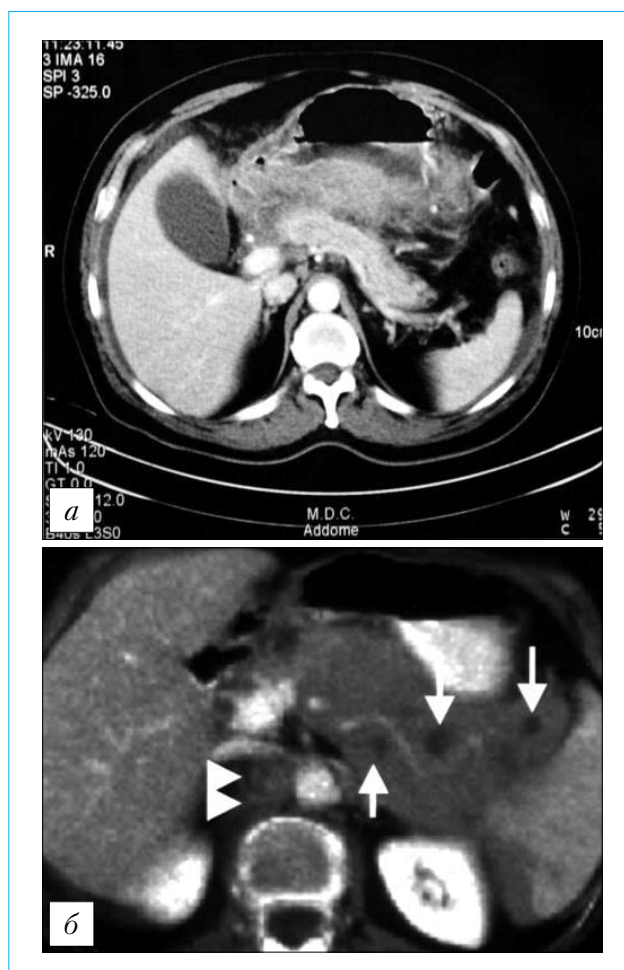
Компьютерная томография у больного с первичной лимфомой ПЖ:
